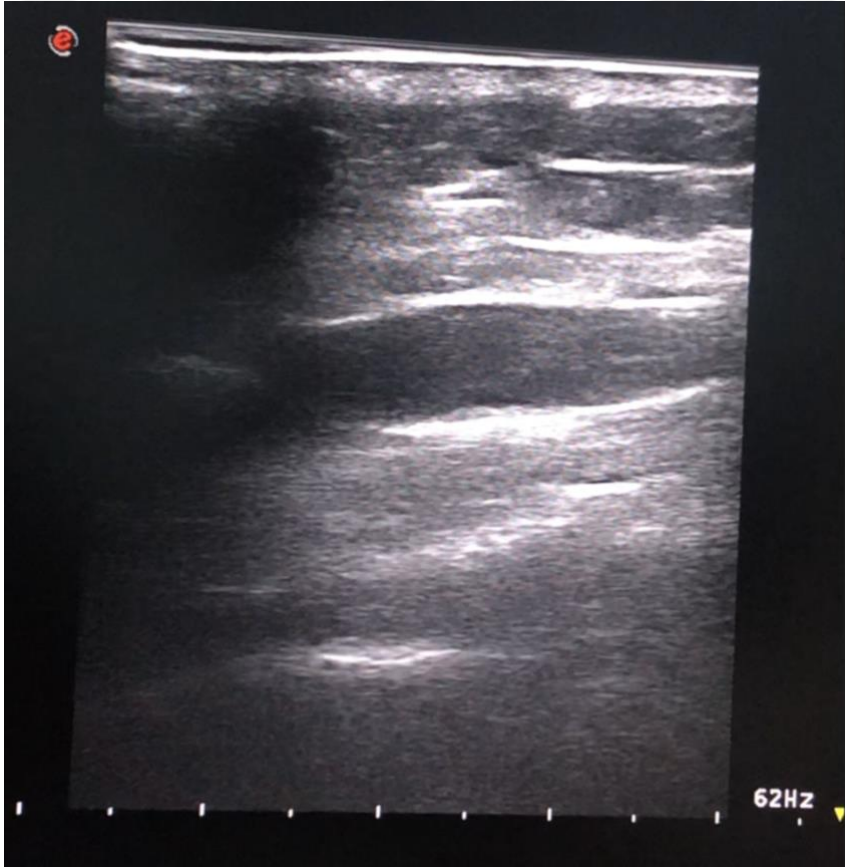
Sakral Hiatus transvers ultrasonografi görüntüsü (71,73)
